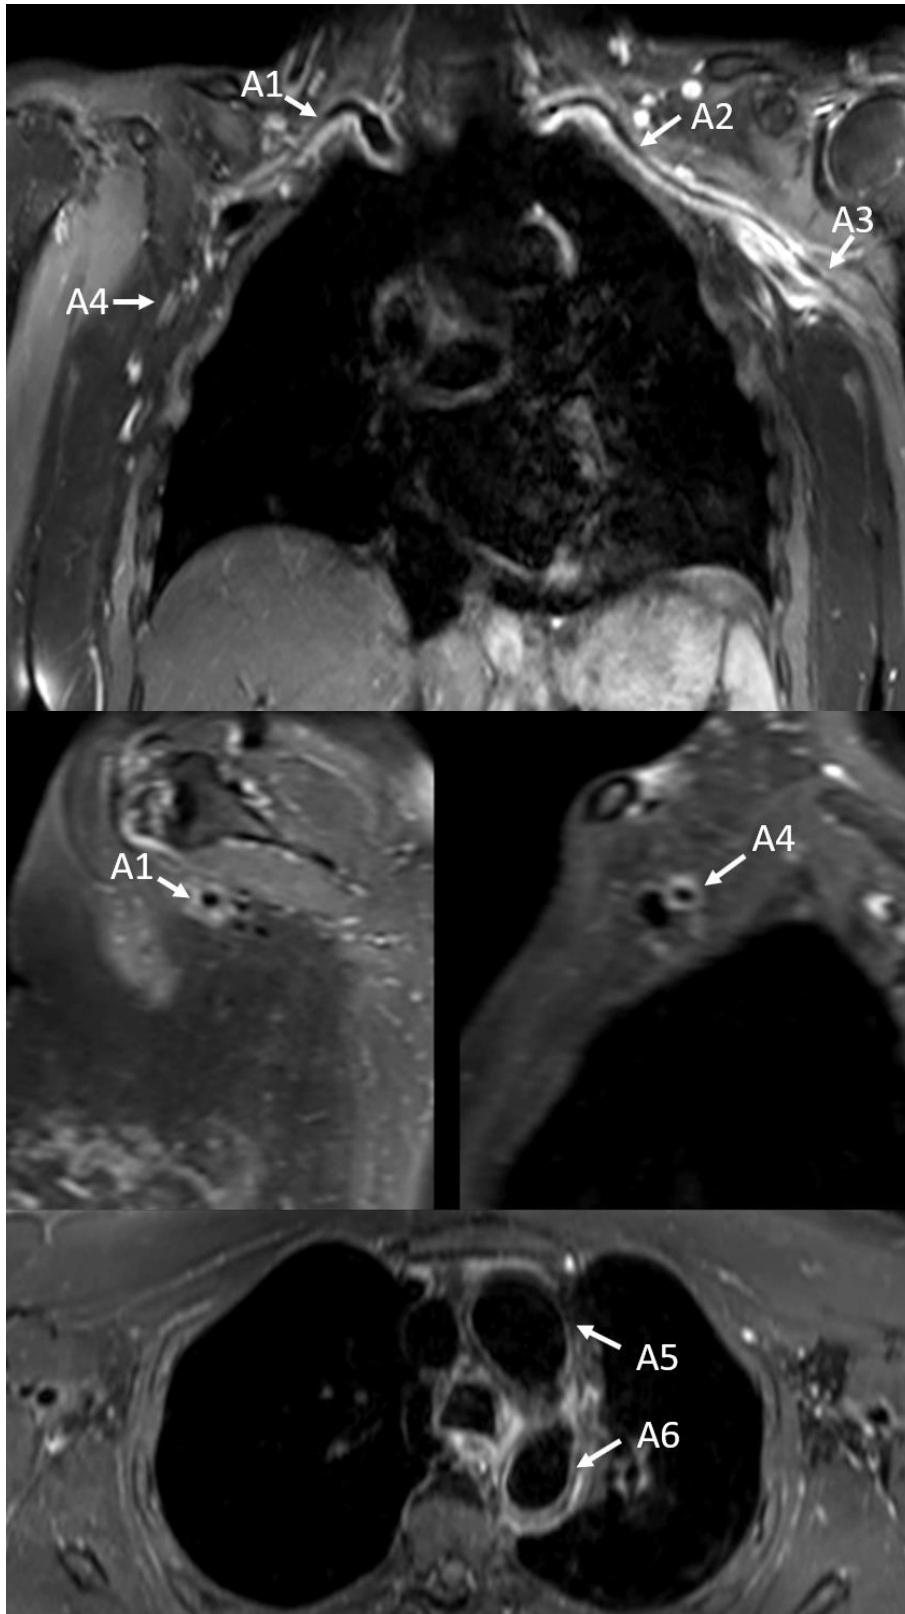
Darstellung der Großgefäßvaskulitis im 3D T1w BB-MRT. A1/2= A. subclavia dextra/sinistra, A3/4=A.axillaris dextra/sinistra, A5 und A6=Aortenbogen
